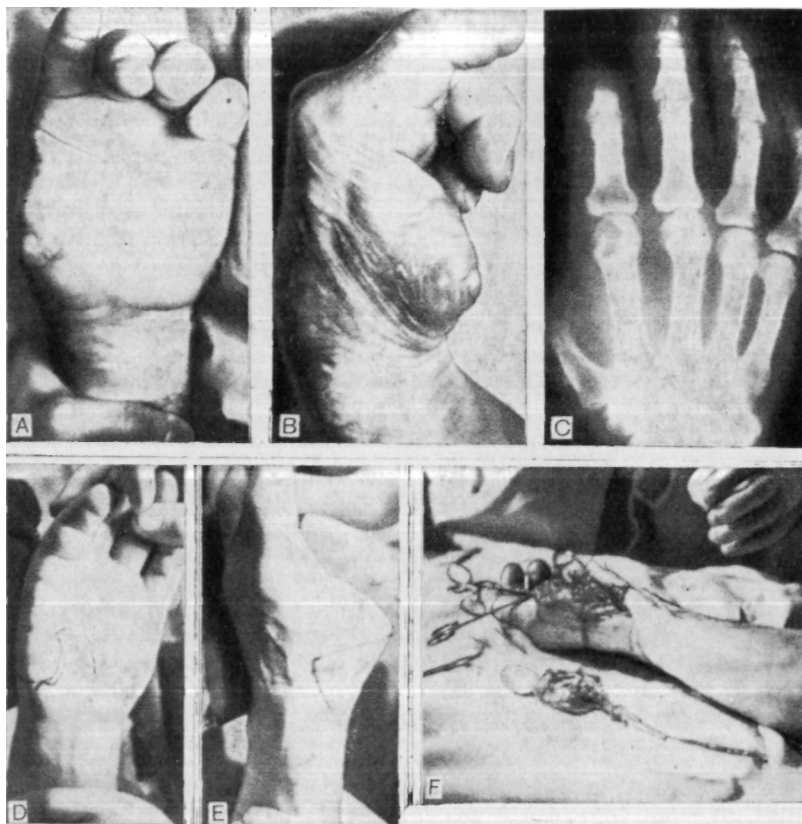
3А. Ампутация I пальца кисти. Вид со стороны ладони. В. Ампутация I пальца кисти. Вид с тыла кисти. С. Рентгенограмма левой кисти. Видна ампутация I пальца на уровне пястно-фалангового сустава.
